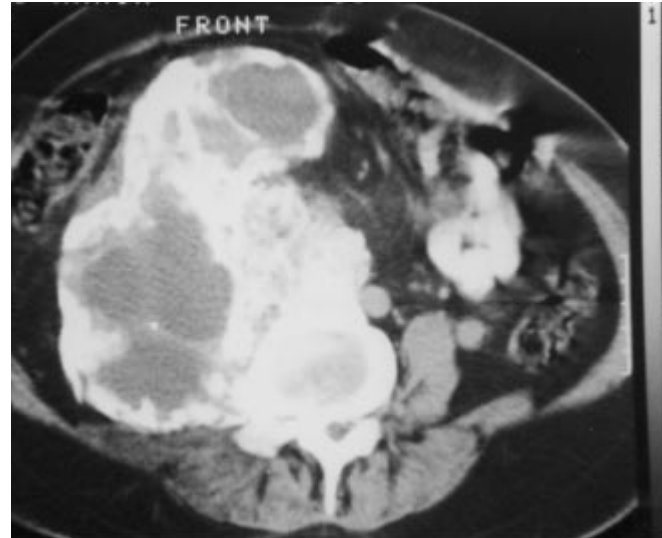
Tomografía de abdomen donde se observa una tumoración de gran tamaño de componente óseo y en su interior zonas quísticas, la cual nace de las vértebras lumbares.
